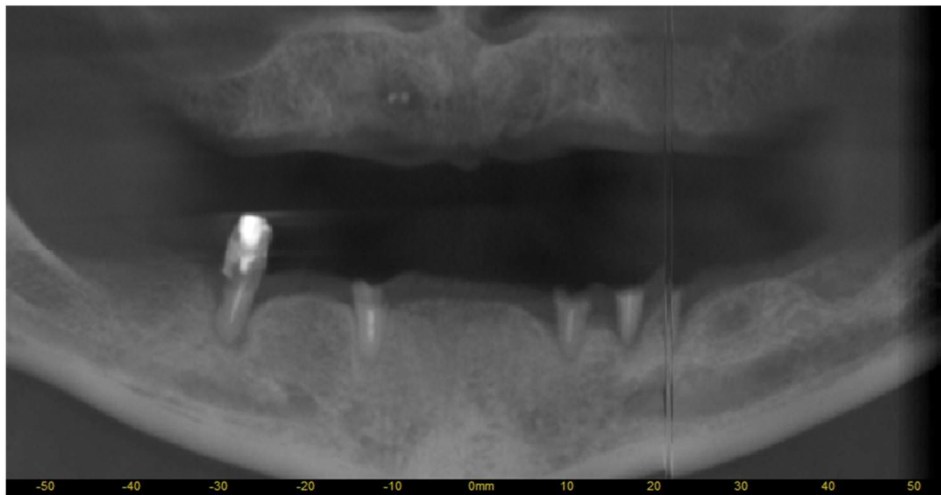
Результат конусно-променевої комп'ютерної томографії хворого М. із потребою первинного ортопедичного лікування повної відсутності зубів на нижній щелепі (історія хвороби № 69077)
